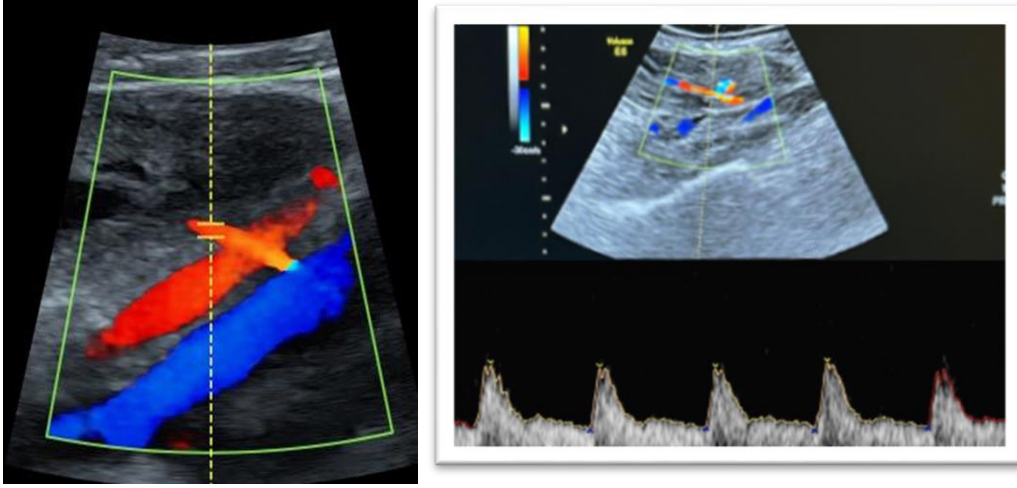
Umbilikal arter Doppler görüntüsü.
